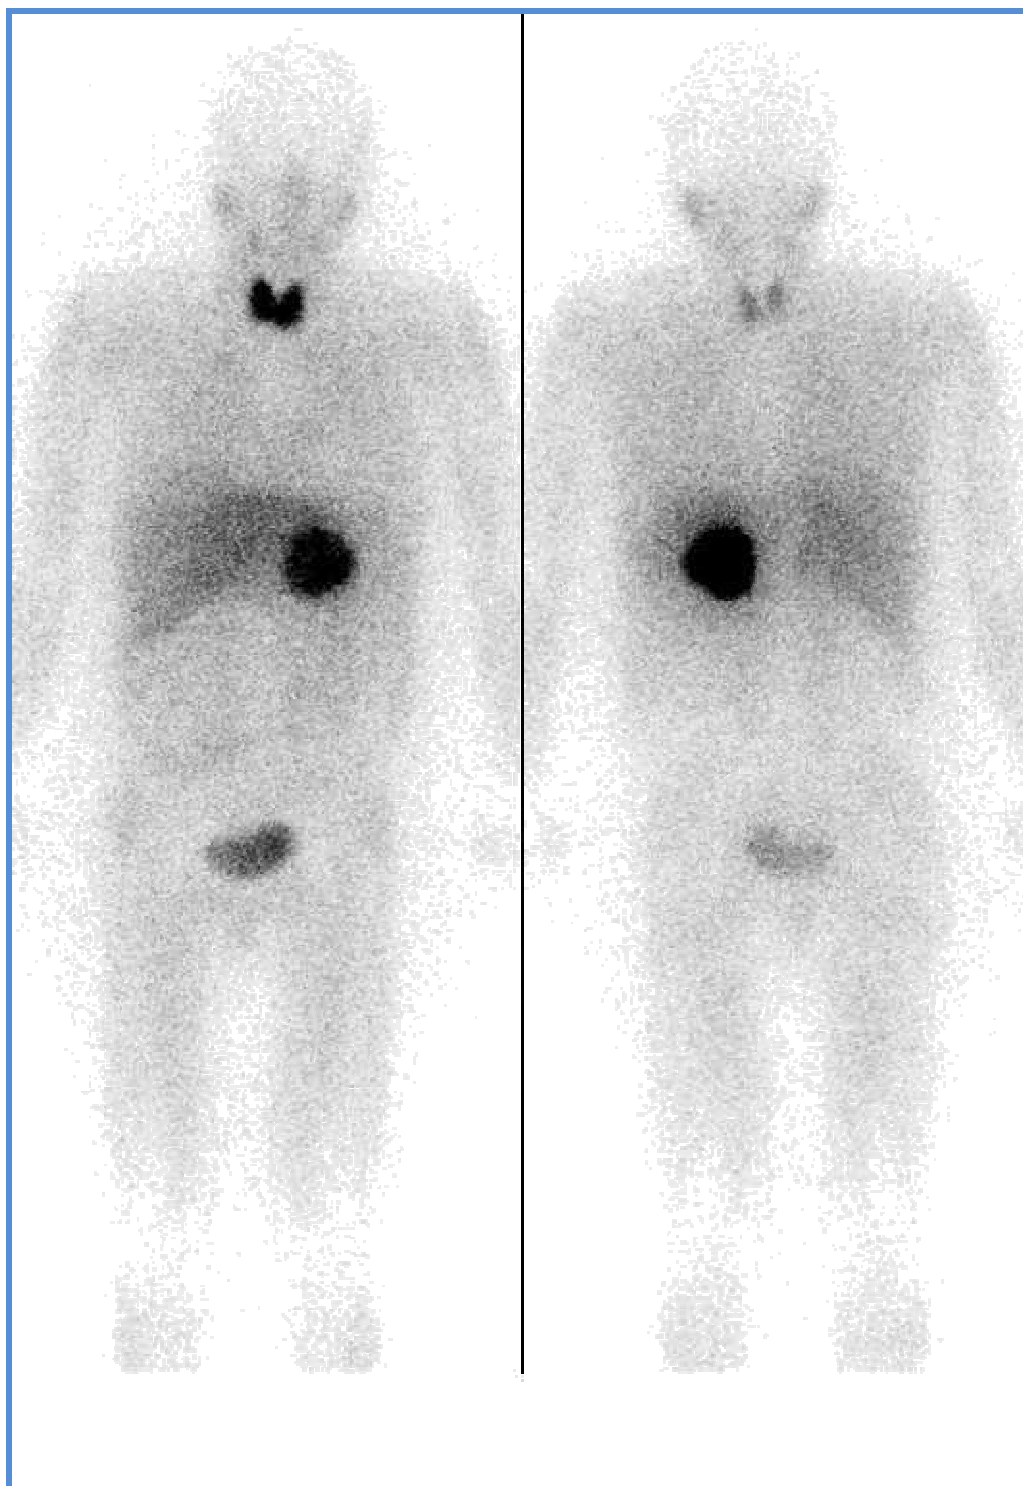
Phéochromocytome détecté à la scintigraphie au MIBG. vue_antérieure et postérieure. [31]
